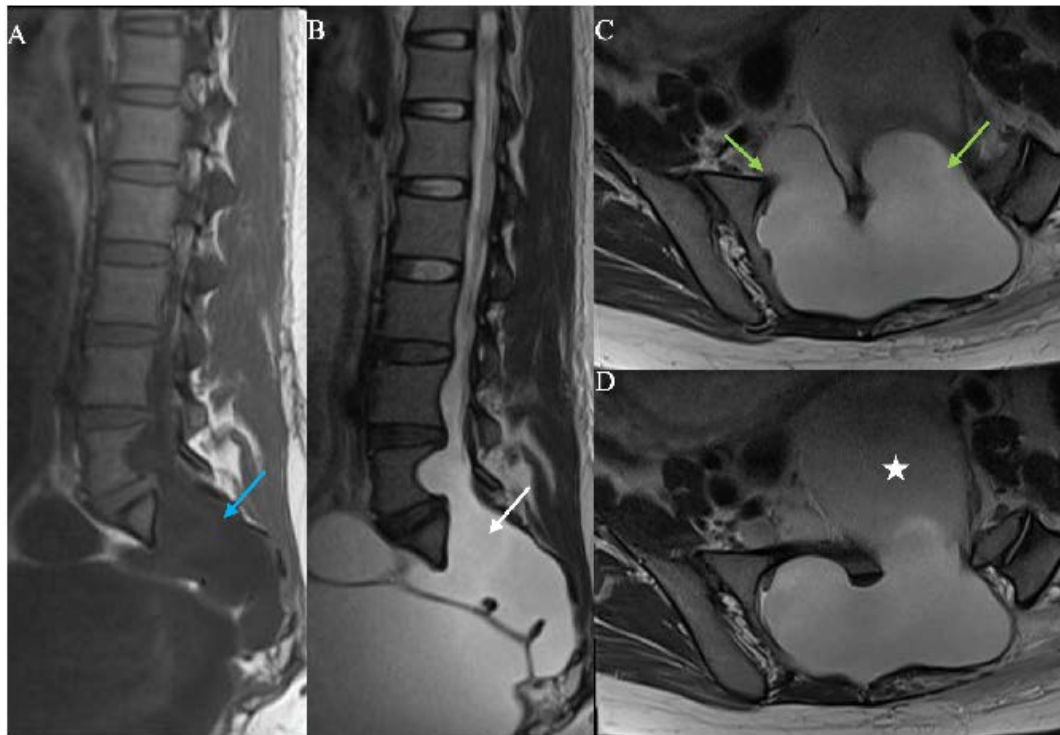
A y B. Resonancia magnética nuclear de columna sagital T1 y T2. C y D, resonancia magnética de columna axial T2.
